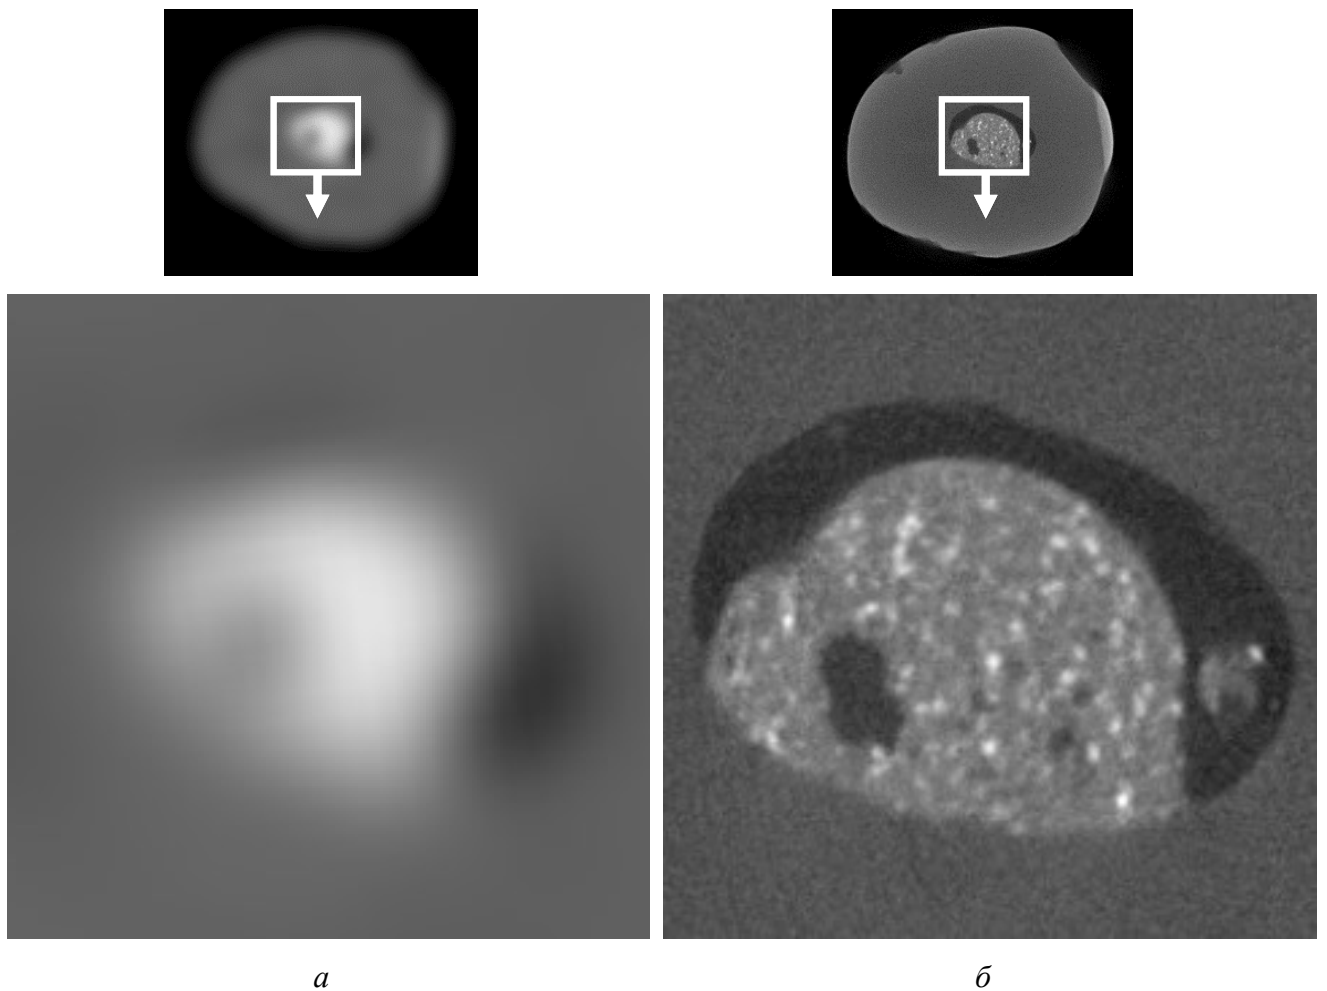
Фрагменты изображений средней части корня зуба, пролеченного кальций-алюмосиликатным цементом, в аксиальной плоскости: *а* – КЛКТ-томограмма. Пломбировочный материал однородный, с размытыми очертаниями, канал заполнен не полностью, в толще материала крупная полость; *б* – микроКЛКТ-томограмма. Структура пломбировочного материала зернистая, со множеством плотных включений, содержит крупную полость и несколько мелких пустот в глубине материала
